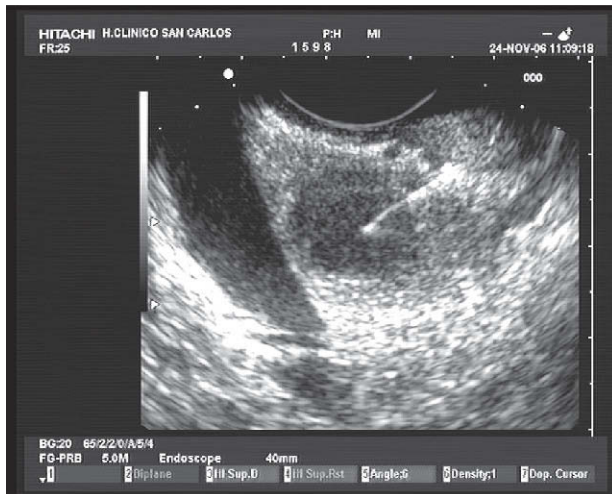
Punción aspiración con aguja fina guiada con ultrasonografía endoscópica (USE) lineal de la lesión de cabeza de páncreas vista con la USE radial en la figura 3. La citología confirma el diagnóstico de tumor neuroendocrino.
